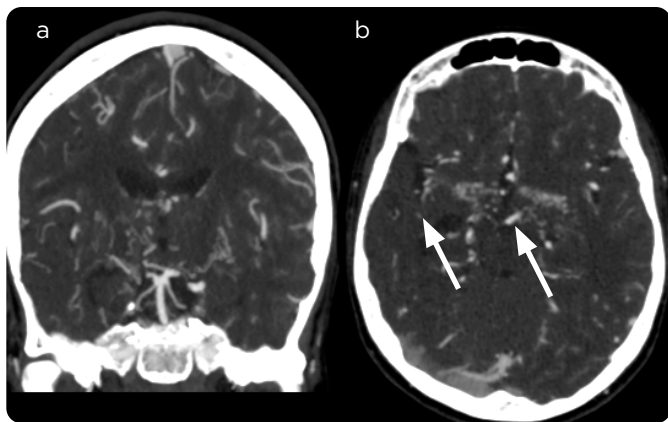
Paciente masculino, 15 años de edad, antecedente de ACF, que cursa con órgano blanco cerebro y posterior desarrollo de malformación de moyamoya. TAC de cráneo con medio de contraste. a) Reconstrucción coronal y b) axial de los ganglios basales. Disminución del calibre de las carótidas internas y segmentos proximales de vasos del polígono de Willis con desarrollo de colaterales lenticuloestriadas y talamoperforantes.
